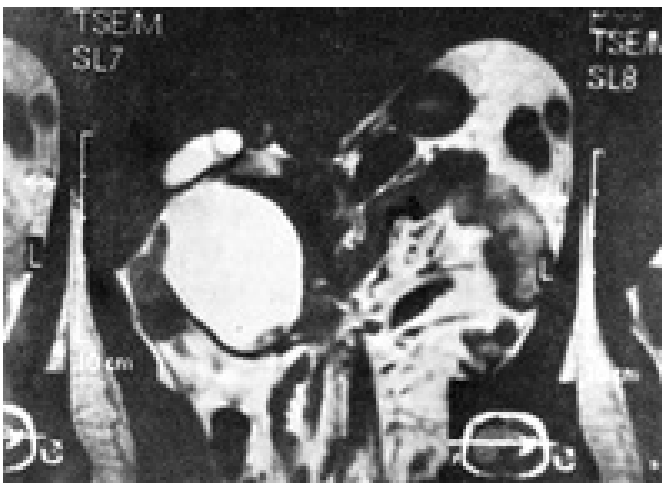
Resonancia magnética nuclear que muestra lesión hiperintensa localizada en la cabeza del páncreas con finas trabeculaciones en su interior, correspondiente a tumor quístico papilar.
